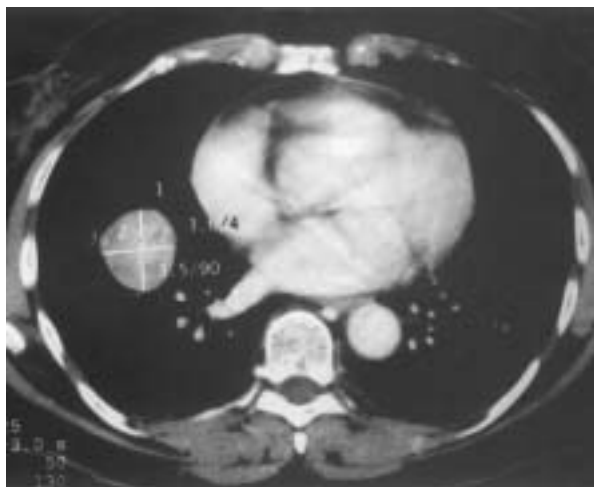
Tomografía computarizada donde se observa un nódulo parenquimatoso bien delimitado y de densidad heterogénea de 3 3,5 cm, próximo a estructuras vasculares, sin calcificaciones.
